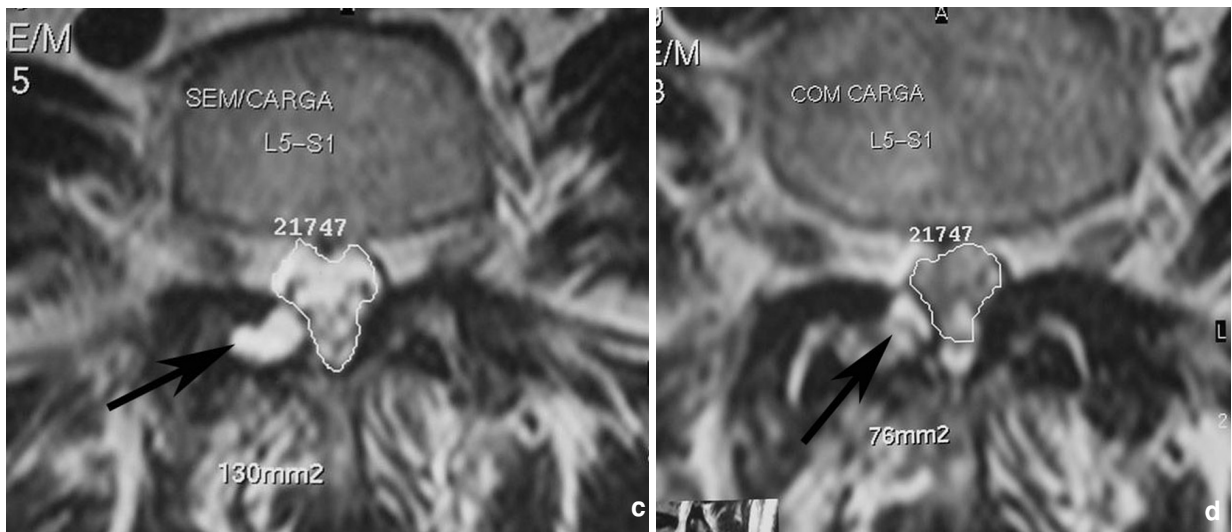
Canal lombaire rétréci dynamique. a) coupe axiale en IRM en L5-S1 avant l'application de la charge montrant arthrose inter-apophysaire sévère avec un kyste artriculaire droit mais un sac dural de dimensions normales ; b) coupe axiale au même niveau après l'application de la charge montrant la déformation et la réduction du sac dural associées à l'épaississement des ligaments jaunes et la saillie du kyste artriculaire (flèche).
